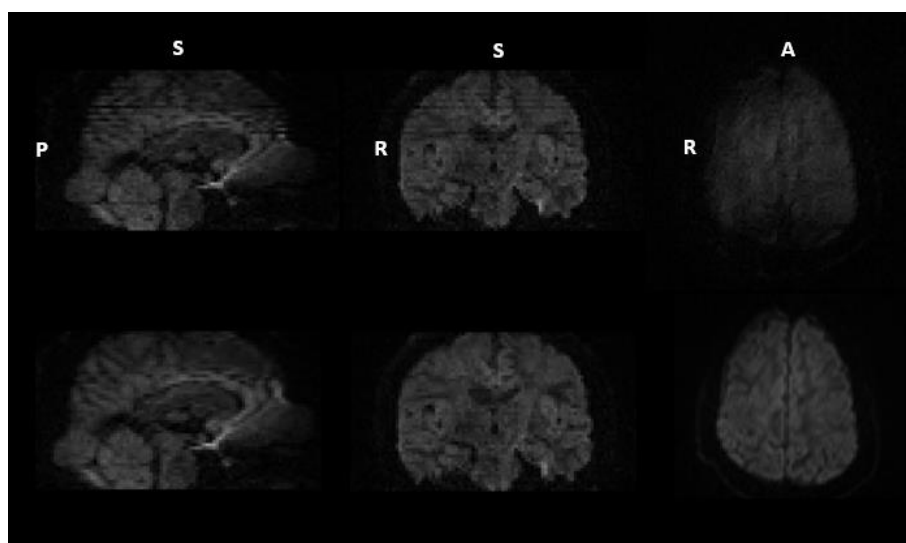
Exemplo ilustrativo da correção da ferramenta *eddy_repol*. A imagem superior corresponde à imagem DWI original sem correções, e em baixo encontra-se a correção com a ferramenta *eddy_repol*. Volume=63; Corte=38; Sujeito=Exemplo3
